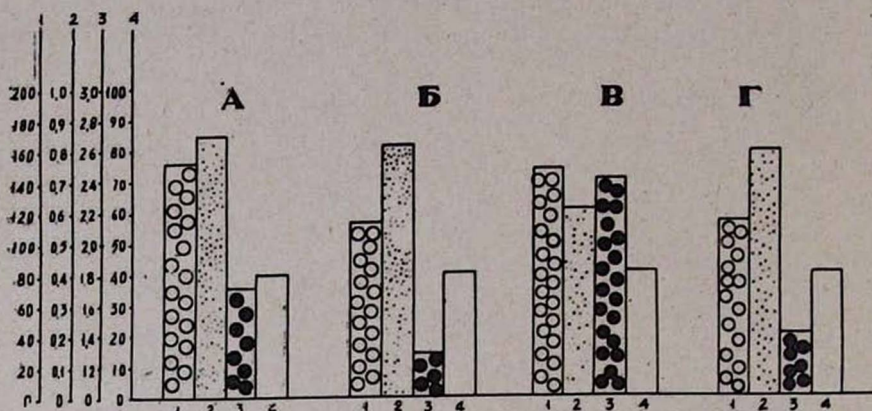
Эффекты внутривенной непрерывной инфузии норадреналина на регионарный мозговой кровоток при гипотензии. Обозначения те же. А) контроль, Б) кровопускание, В) инфузия норадреналина (24 мкг), Г) контроль (гипотензия).
